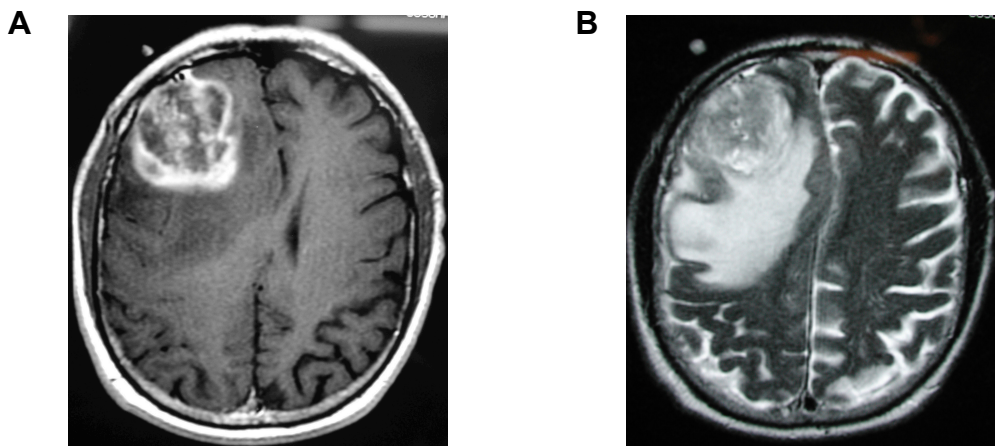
MRT-Darstellung eines malignen Hirntumors. A: Das T1-gewichtete axiale MRT-Bild mit Gadolinium zeigt einen Kontrastmittel-aufnehmenden Tumor im rechten Frontallappen. B: Das T2-gewichtete Bild zeigt dieselbe Läsion mit deutlichem Ödem und Mittellinienverlagerung. Die radiologischen Befunde sind vereinbar mit der Diagnose eines hochgradig malignen Tumors wie dem Glioblastoma multiforme⁸.
